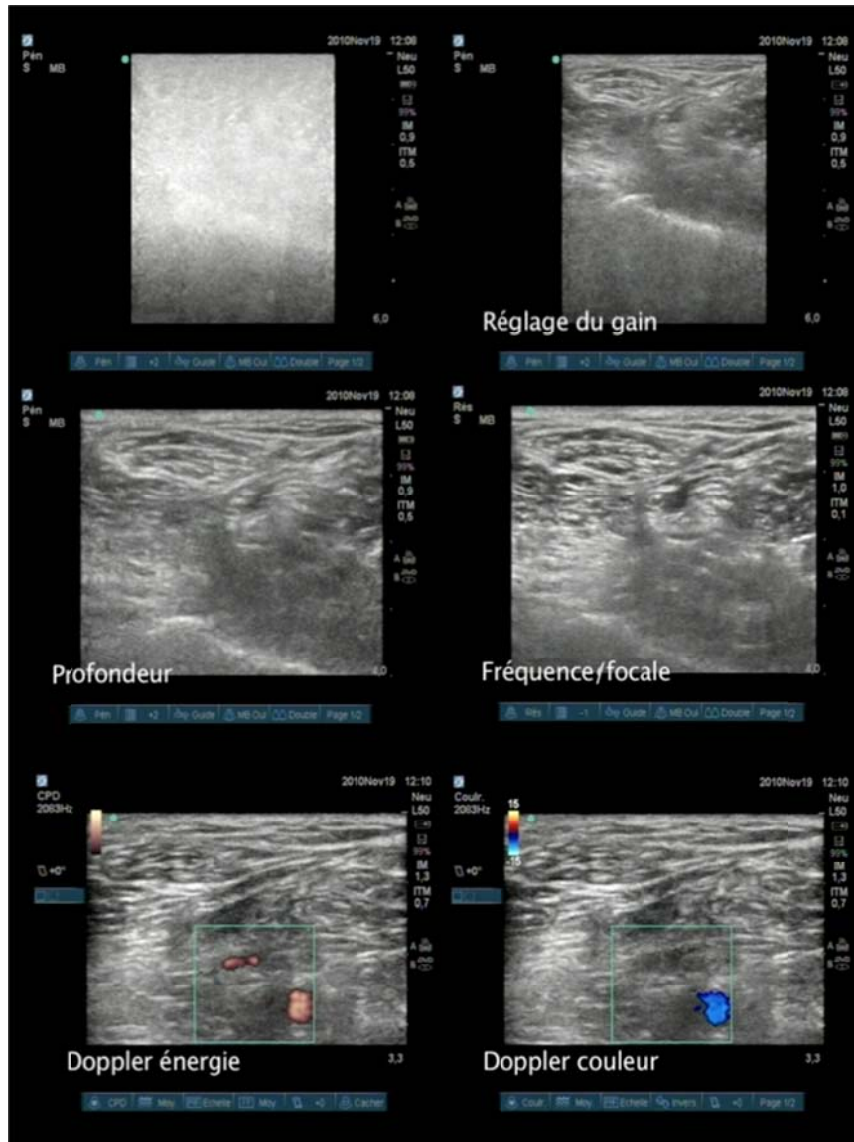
Amélioration progressive de l'image en ajustant les principaux réglages de la machine, gain, profondeur, fréquence/focale puis niveau de gris. Ces réglages ont été effectués sans bouger la sonde. Le doppler permet de visualiser plus facilement les structures vasculaires situées sous le nerf. Noter que le doppler énergie, plus sensible (mais beaucoup moins spécifique), a permis de voir une veine immédiatement sous le nerf.
